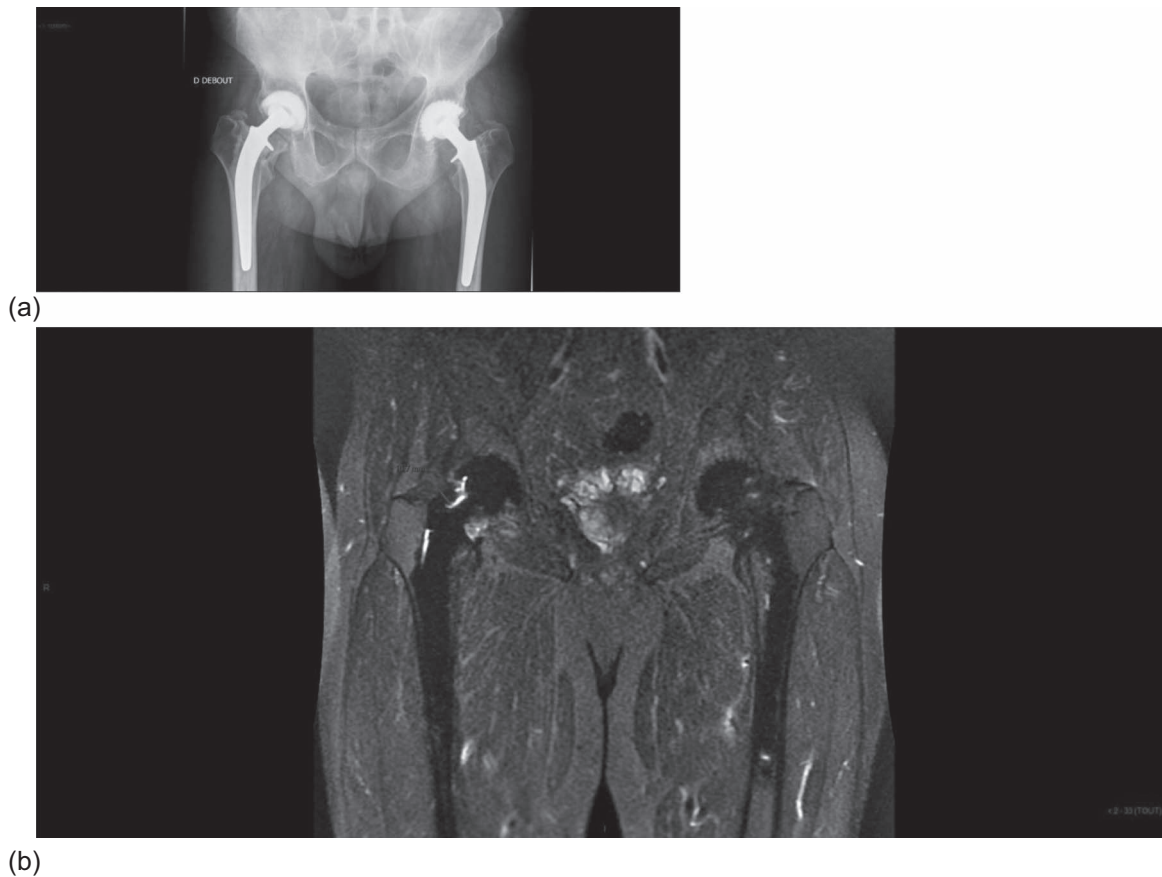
a. Image radiologique après 29 ans d'implantation d'une prothèse tout céramique. b. Aspect en IRM MAVRIC : la capsule droite mesure 10,7 mm d'épaisseur.
